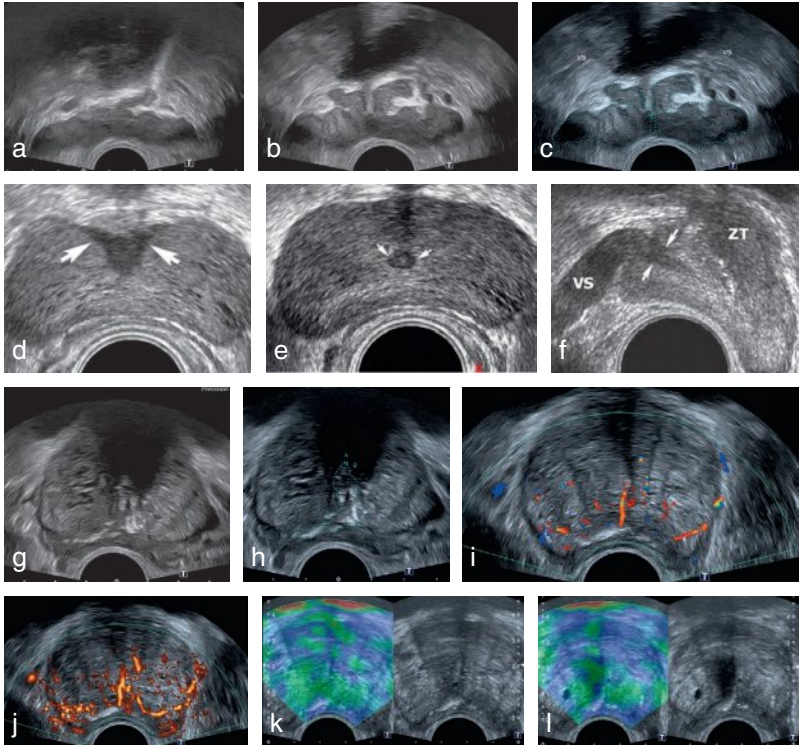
Échographie endorectale.
